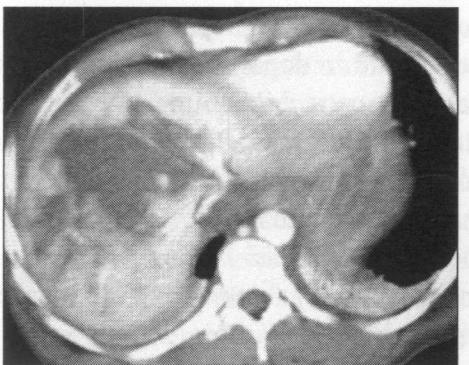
CT. Hematom intraparenchimatos al ficatului (leziune gr.IV după Mirvis, 1989)
